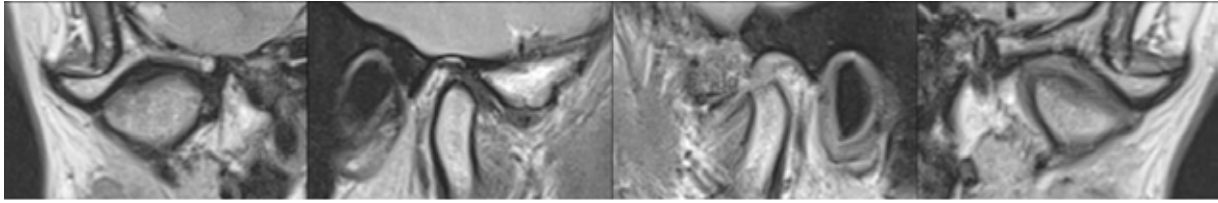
МРТ СНЩС (положення конструктивного прикусу (лікувальне положення для АРА)) Медіальний, центральний латеральні полюса.
